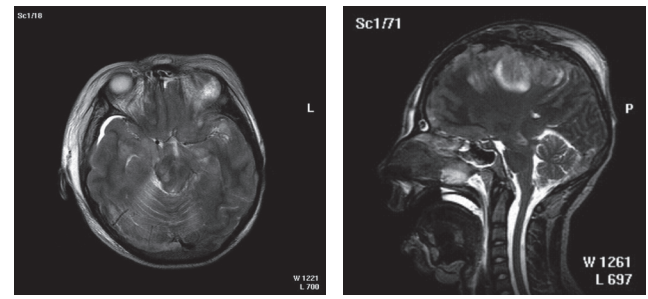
Mesenzepitale Läsionen bei späterem apallischen Syndrom. 18-Jähriger nach PKW-Unfall, MRT 2 Tage nach SHT. Die Patientin ist zu diesem Zeitpunkt bewusstlos, weist Strecksynergismen auf, es besteht eine Anisokorie. Sie ist bei Nachuntersuchung 36 Monate nach SHT noch immer im apallischen Syndrom. Das MRT zeigt beidseitige Läsionen des Mesenzephalons.
